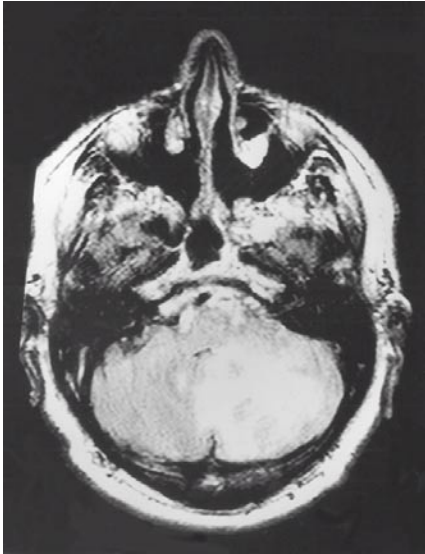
Kernspintomographie eines Patienten mit Hirninfarkt im Versorgungsbereich der A. cerebelli superior links.
